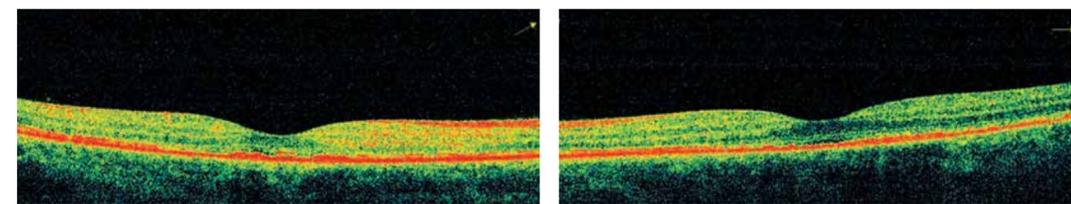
Оптическая когерентная томография от 08.02.2016 г. (по сравнению с 24.09.2015 г.)
